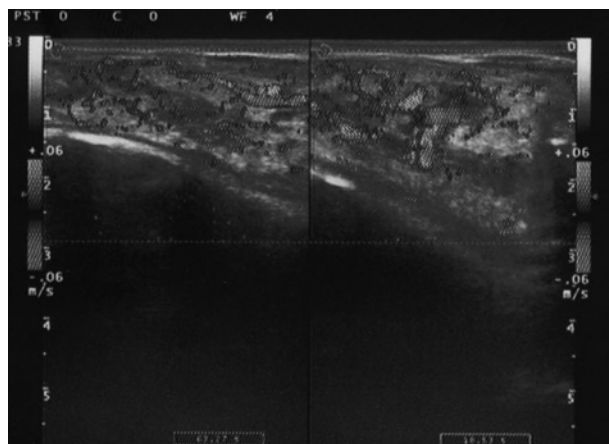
УЗИ височной области в В-режиме до абляции
